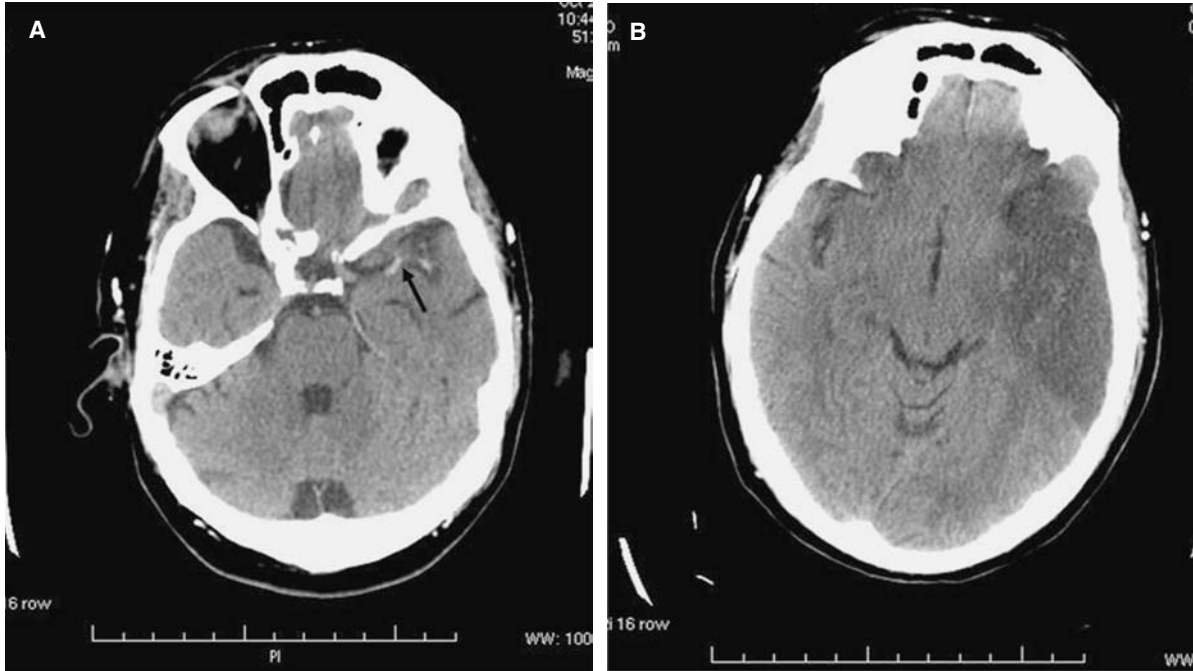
Ictus hemisférico izquierdo de 2 h 30 min de evolución. A: hiperdensidad de la porción distal de la arteria cerebral media (ACM) izquierda. B: tomografía computarizada de control con infarto en el territorio de ACM.
